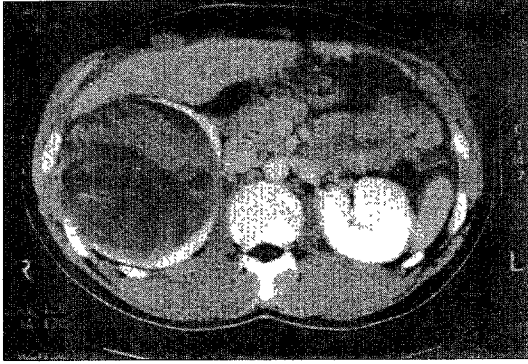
Abdominal CT scan reveals relatively well defined non-enhancing hypodense mass on the upper and mid-pole of the right kidney.
